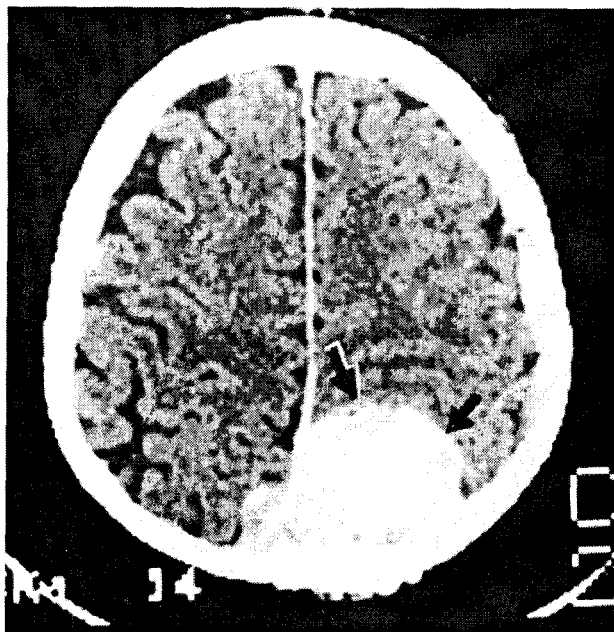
CT-scan: meningiom de coasă postcentral stânga, cu invadare de partea opusă.
